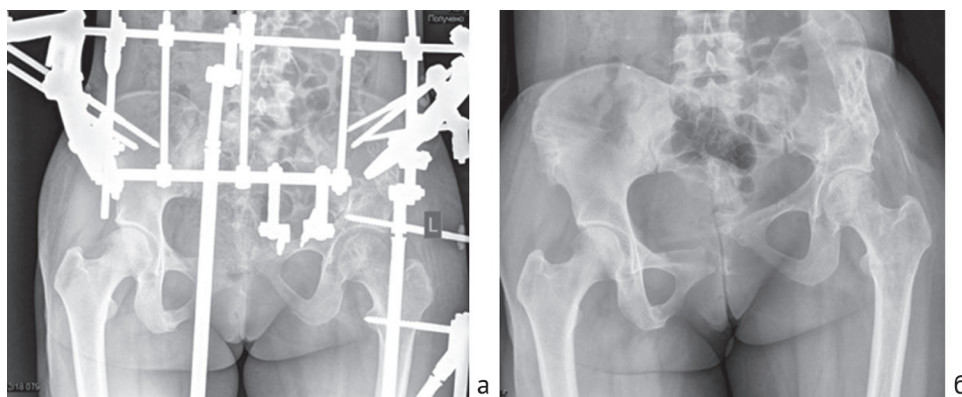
Рентгенография таза в прямой проекции после операции (а), при выписке (б). Достигнуто сращение ложного сустава левой подвздошной кости, диастаз лобкового симфиза 2,4 см, неправильно сросшийся перелом левой подвздошной кости, смещение левой половины таза вверх
